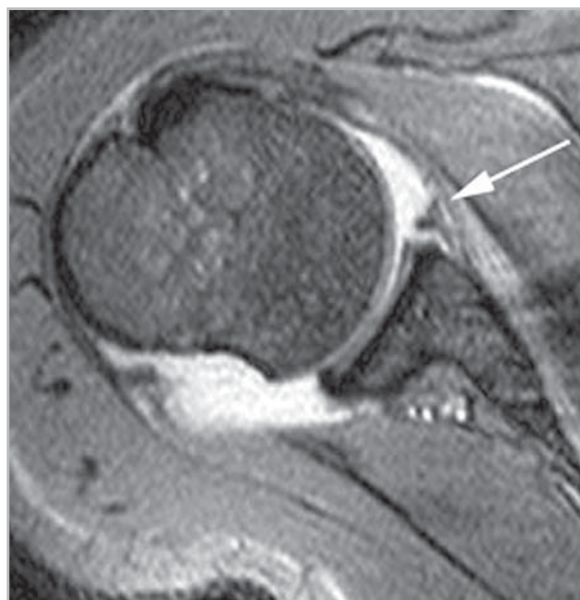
МР-томограмма плечевого сустава в трансверзальной проекции (T2/FFE). Классическое повреждение Банкарта (стрелка)
